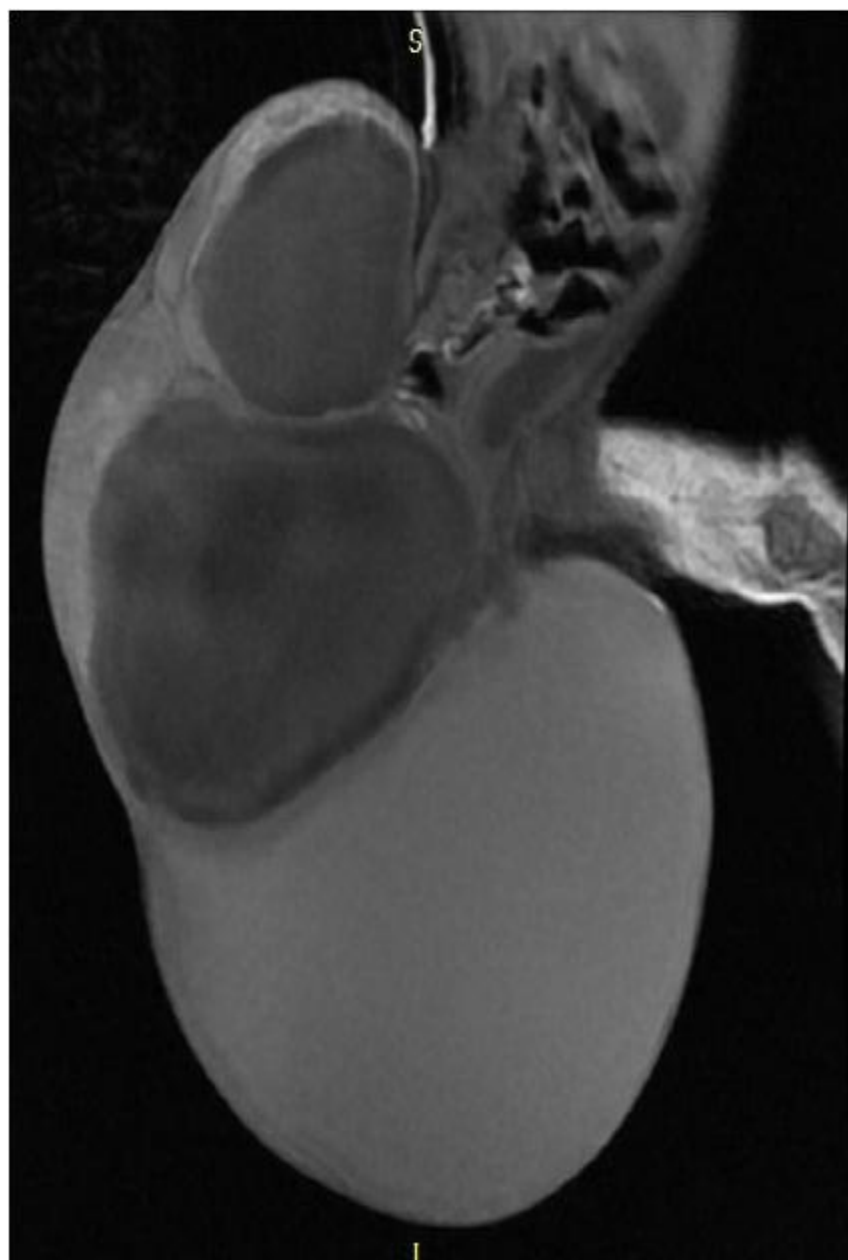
Aspect IRM d'un volumineux tératome sacro-coccygien à double composante liquidienne cloisonnée, et composante tissulaire
